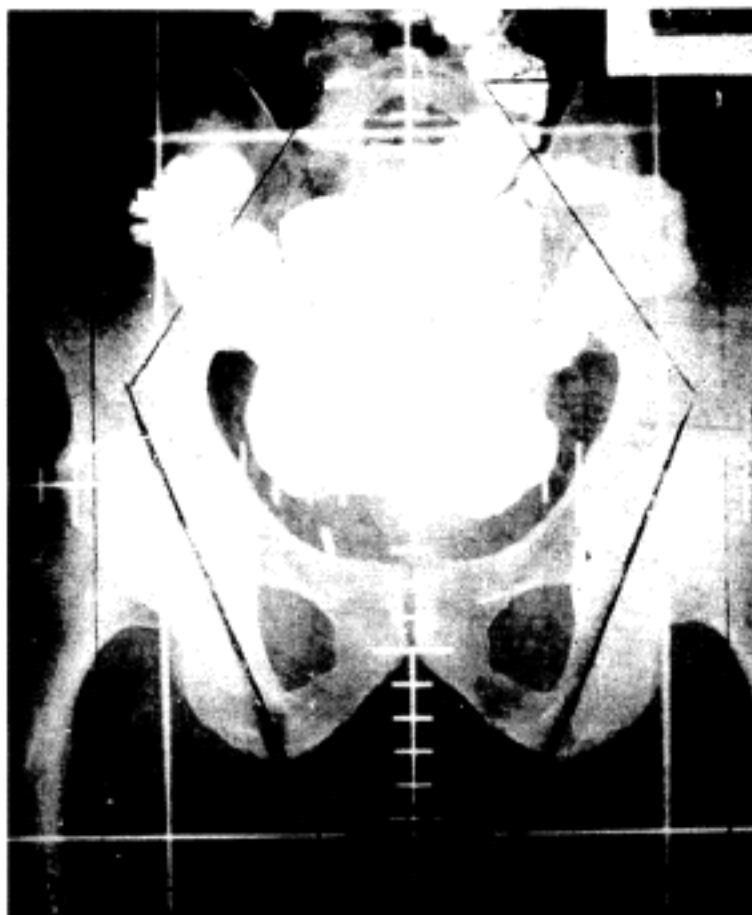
Small bowel roentgenograms prior to starting radiotherapy. A, It shows the small intestine adhered deep in the pelvis to the region of irradiation field in the patient not to have been performed the sling procedure. B, It shows the small intestine totally elevated above the pelvic floor after the omental transposition flap procedure.
